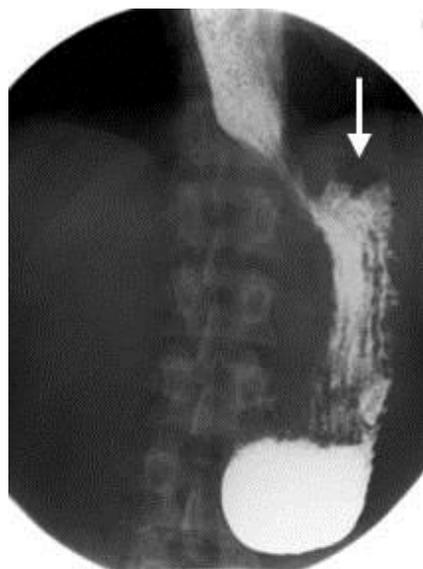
Рентгенограмма. Состояние после ЭБПКД: нет задержки контрастного вещества в пищеводе; бариевая взвесь свободно проходит в желудок; газовый пузырь желудка (указан стрелкой).
